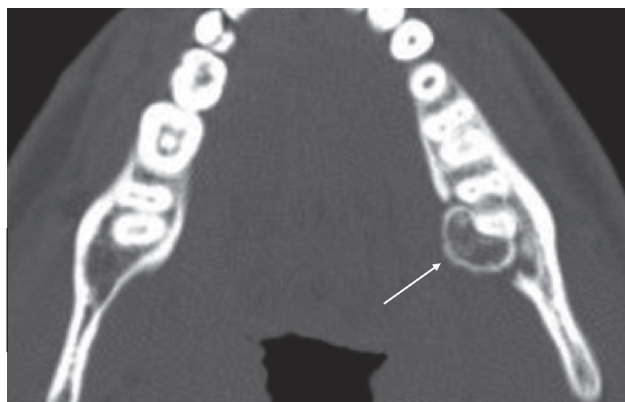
КТ, аксиальный срез. Остеоид-остеома нижней челюсти слева
